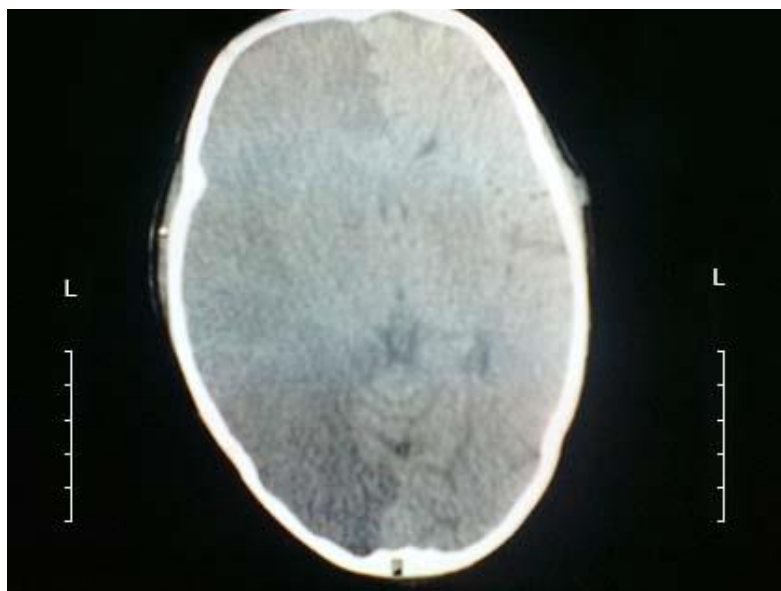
Tomografía computarizada simple de cráneo, corte axial a nivel de los ventrículos laterales, donde se observa área hipodensa supratentorial, hemisférica derecha con efecto de masa que colapsa parcialmente el cuerno frontal del ventrículo lateral derecho, y desvía las estructuras de la línea media hacia la izquierda.
